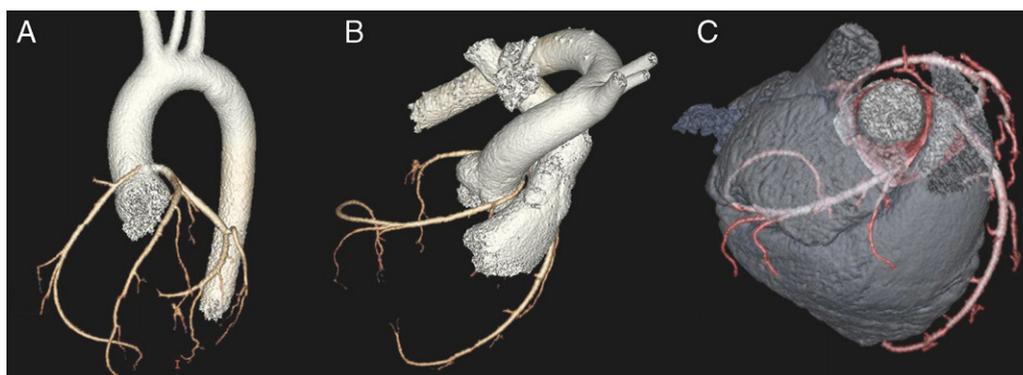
Tomografía computarizada coronaria multidetector de 64 cortes (adquisición prospectiva) con reconstrucción volumétrica: coronaria derecha con origen anómalo en el seno de Valsalva izquierdo, calibre disminuido y recorrido interarterial.
